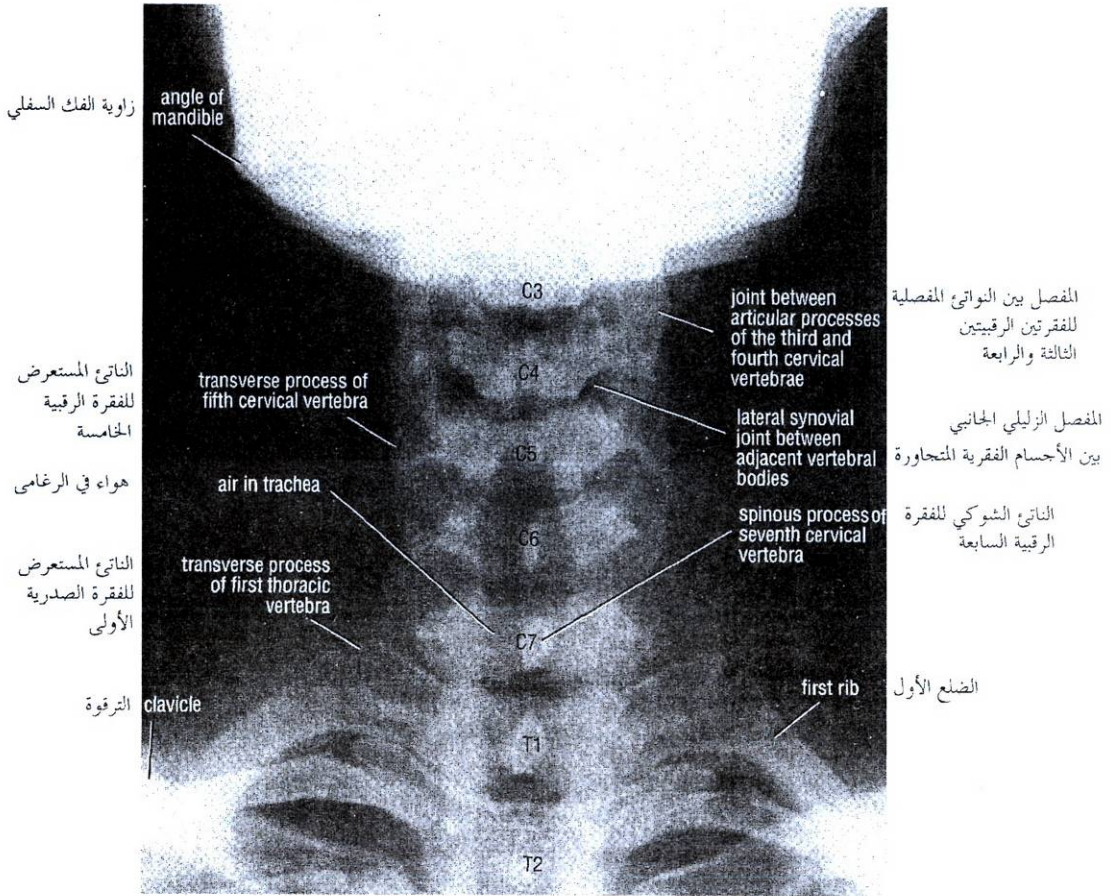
Anteroposterior radiograph of the cervical region of the vertebral column.
